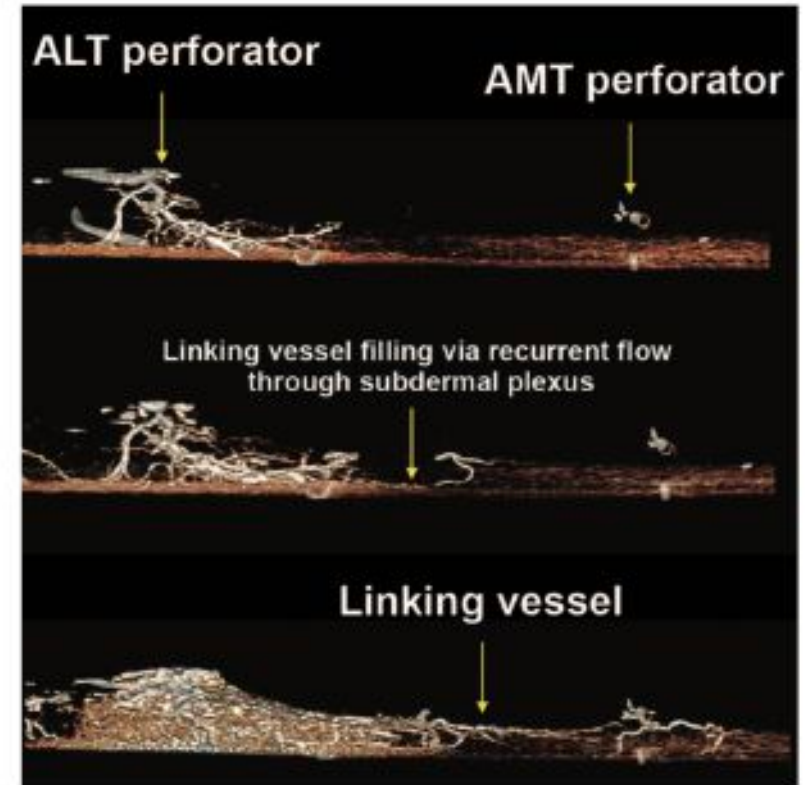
Dynamic computed tomographic angiography scan (lateral view) showing the linking vessel between the anterolateral thigh perforator (ALT) and the anteromedial thigh perforator (AMT). Note recurrent flow from the subdermal plexus into a communicating branch that connects with a large direct linking vessel. Flow through communicating branches is bidirectional; therefore, if a vascular injury occurs to either direct or indirect (subdermal plexus) linking vessels, perfusion is still maintained.
